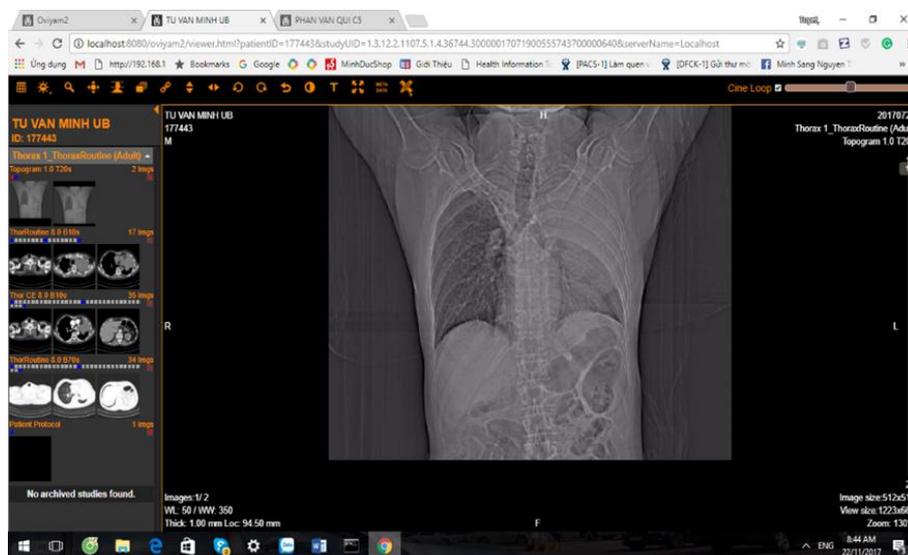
Случай КТ легких, заархивированный в базе данных программы профилактики туберкулеза
